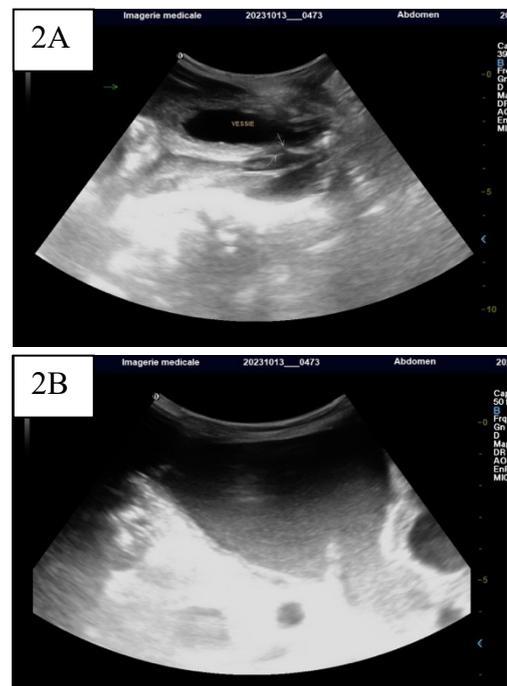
Coupes échographiques montrant le défaut pariétal vésical (2A) et l'épanchement liquidien intra-péritonéal échogène (2B)
